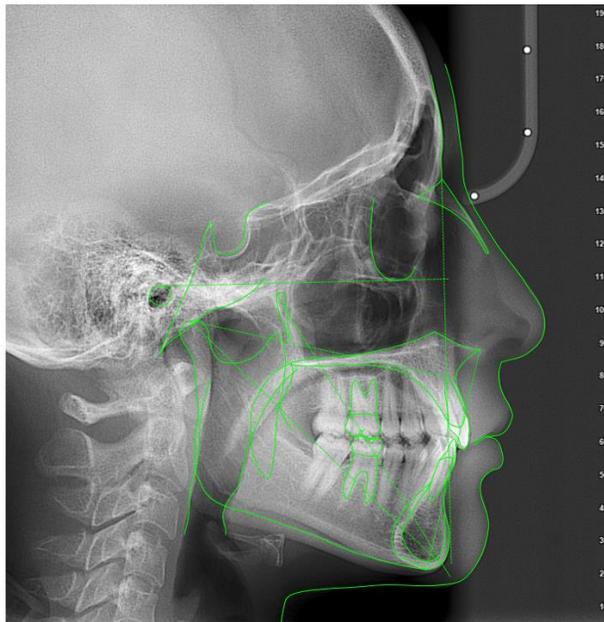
Trazado de la radiografía lateral de cráneo en el software Nemoceph versión 2023.
